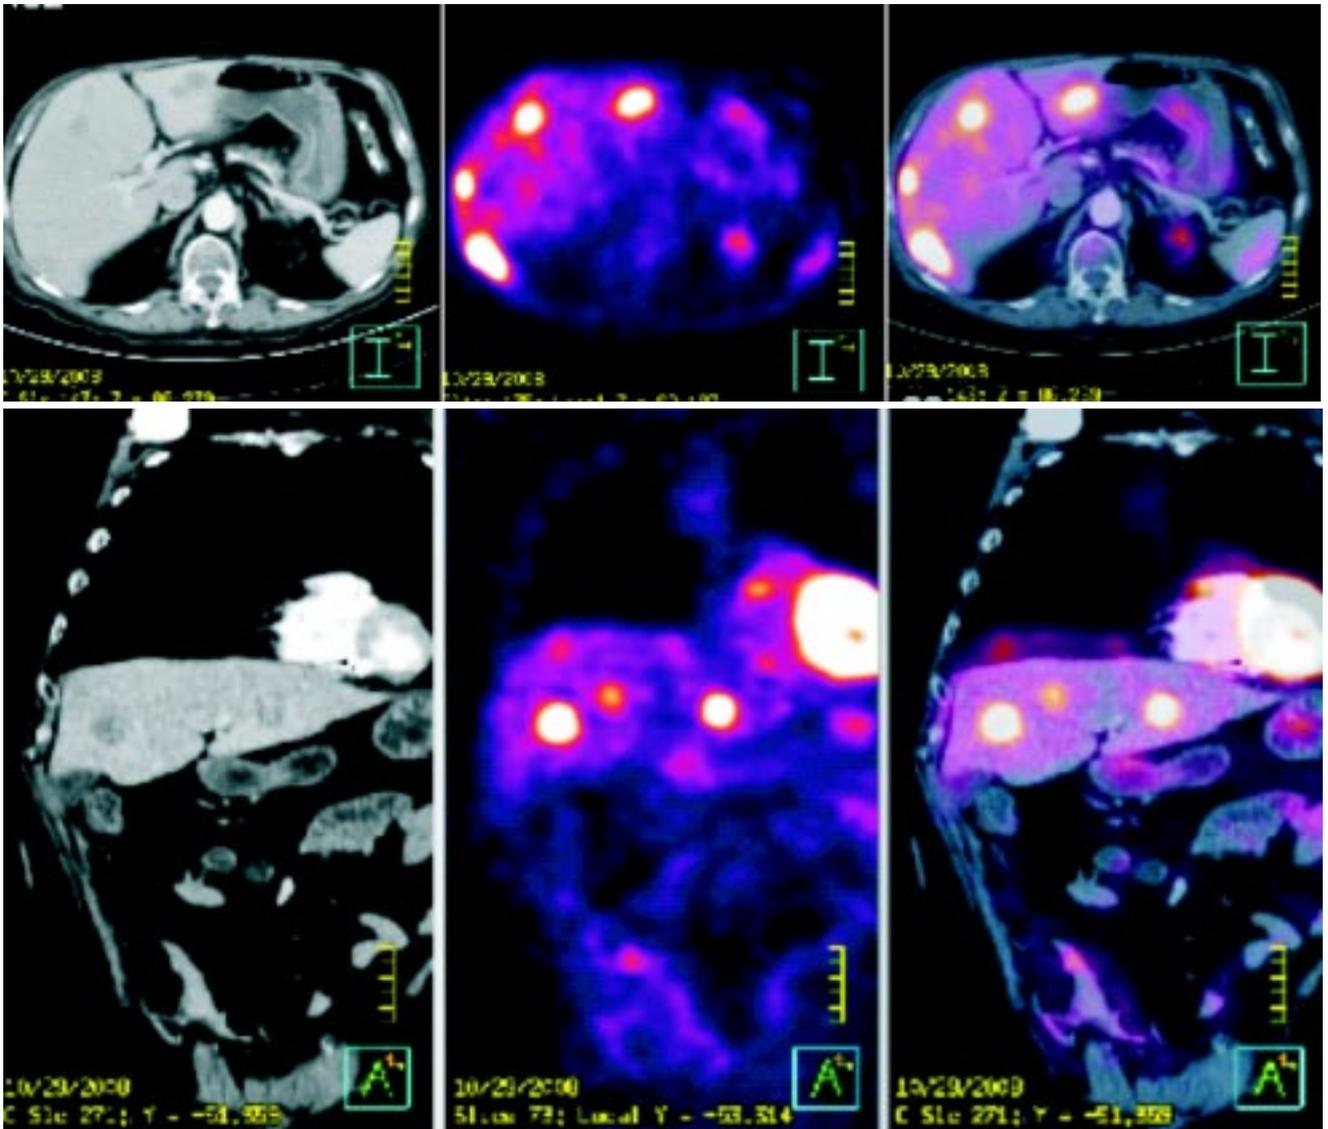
Metástasis hepáticas que presentan hipermetabolismo intenso en las imágenes PET. Paciente con diagnóstico de Ca de colon.
